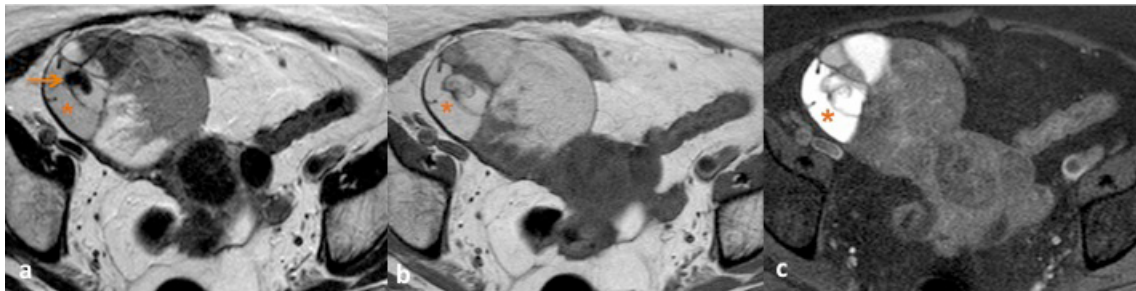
RM pélvica de mulher de 67 anos com queixa de desconforto pélvico, mostra tumor quístico multiloculado do ovário direito, com diferente intensidade de sinal nas suas locas. (a) No axial T2 observam-se locas com sinal intermédio que no (b) axial T1 apresentam-se hiperintensas e perdem sinal na sequência T1 com saturação de gordura (c), em relação com gordura, fazendo o diagnóstico de teratoma do ovário direito. Em menor número, observam-se locas com sinal intermédio em T1 e em T2, que não perdem sinal na sequência T1 com saturação de gordura sugestivas de conteúdo mucinoso (*). Identificam-se algumas imagens focais parietais ou septais com hipossinal, sugestivas de natureza cálcica (seta). Estas características são compatíveis com teratoma maduro do ovário direito.
